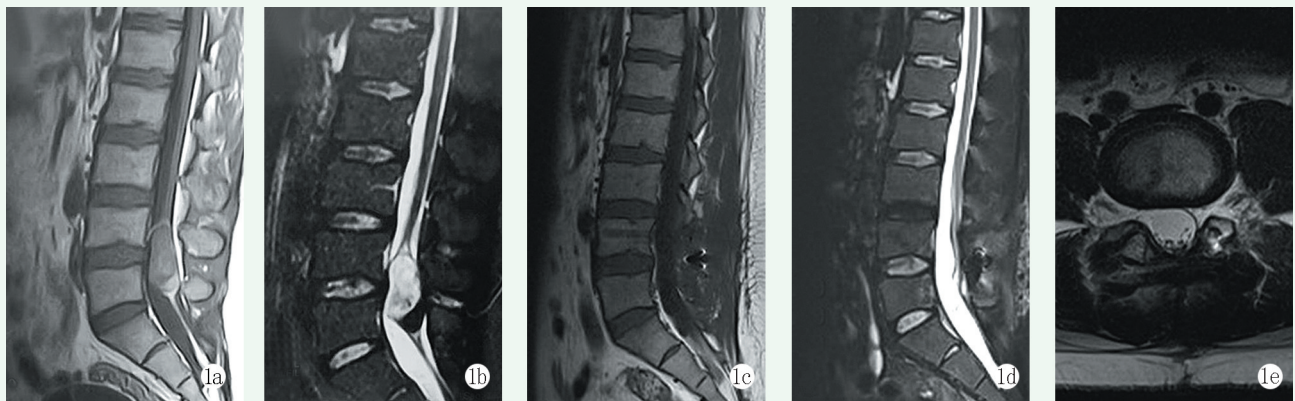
患者, 男, 27岁, L_{4/5}椎管内硬膜下肿瘤 1a, 1b: 术前MRI扫描矢状位T1、T2像显示椎管内占位, 脊髓受压, 肿瘤与周围组织界限清晰 1c~1e: 术后1周MRI扫描矢状位T1、T2像及横断位显示椎管内占位切除, 脊髓压迫解除
